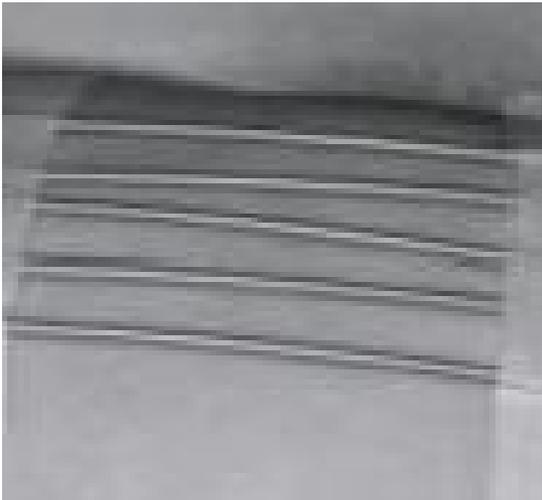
Grilla utilizada en la piel de la zona glútea, como guía para marcar el ingreso de la aguja de infiltración. La grilla permite tener puntos de referencia en la imagen obtenida por medio de la tomografía axial computada.
